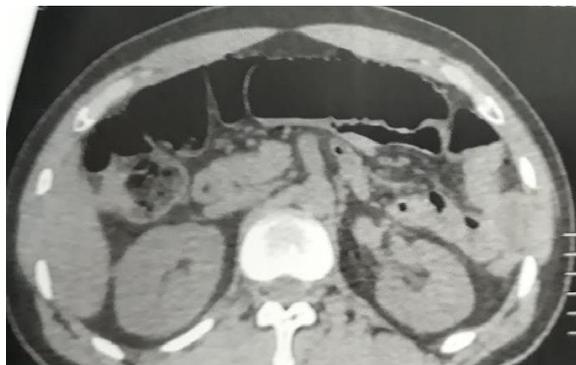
Tomografia Computadorizada de Abdome = perfuração intestinal
